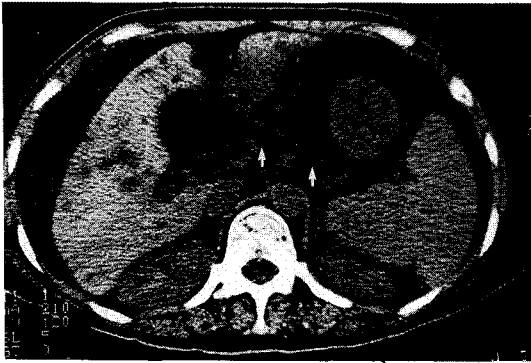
The non-enhanced CT scan of the upper abdomen reveals multiple lymphadenopathies arrows round the celiac axis.
